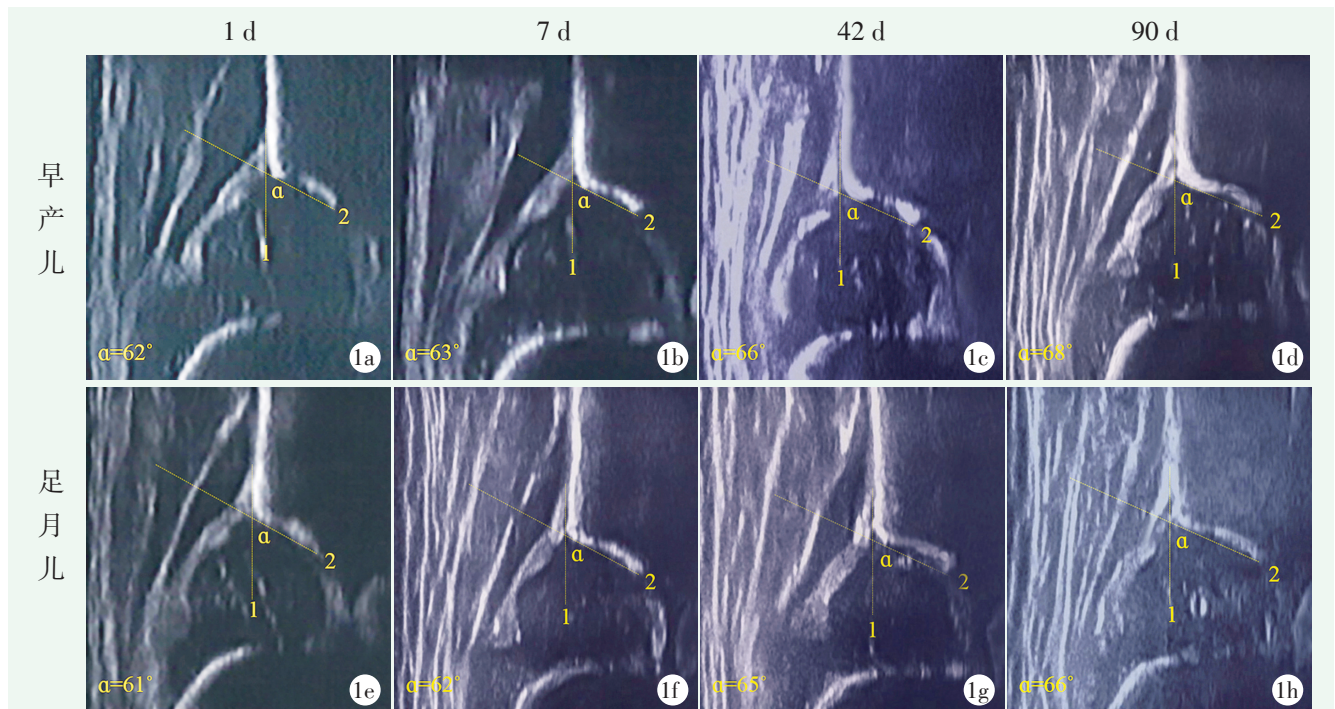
两组典型新生婴儿的 Graf 超声检查所见 1a~1d: 新生儿,男,35周早产,生后1、7、42和90d Graf 超声检查见, $\alpha$ 角均 $>60^\circ$  1e~1h: 新生儿,男,足月出生,生后1、7、42和90d Graf 超声检查见, $\alpha$ 角均 $>60^\circ$
